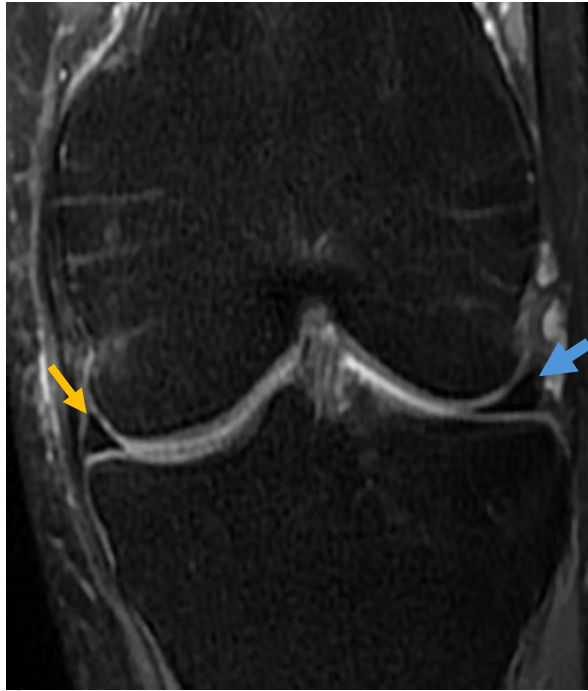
IRM en séquence DP FAT SAT en coupe coronale montrant le ménisque interne (flèche jaune) et externe (flèche bleue)
